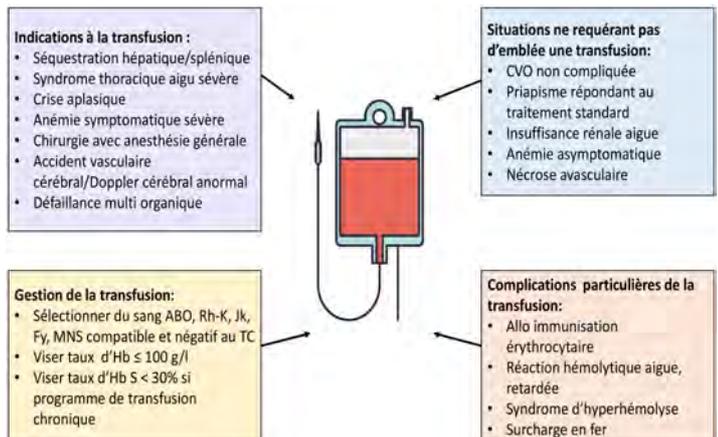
Indications, cibles et complications de la transfusion chez le patient drépanocytaire. Adaptée de Russel E Ware et al., Lancet 2017 ;390 :311-23. (TC=test de compatibilité, Hb= hémoglobine, CVO=crise vaso-occlusive)
